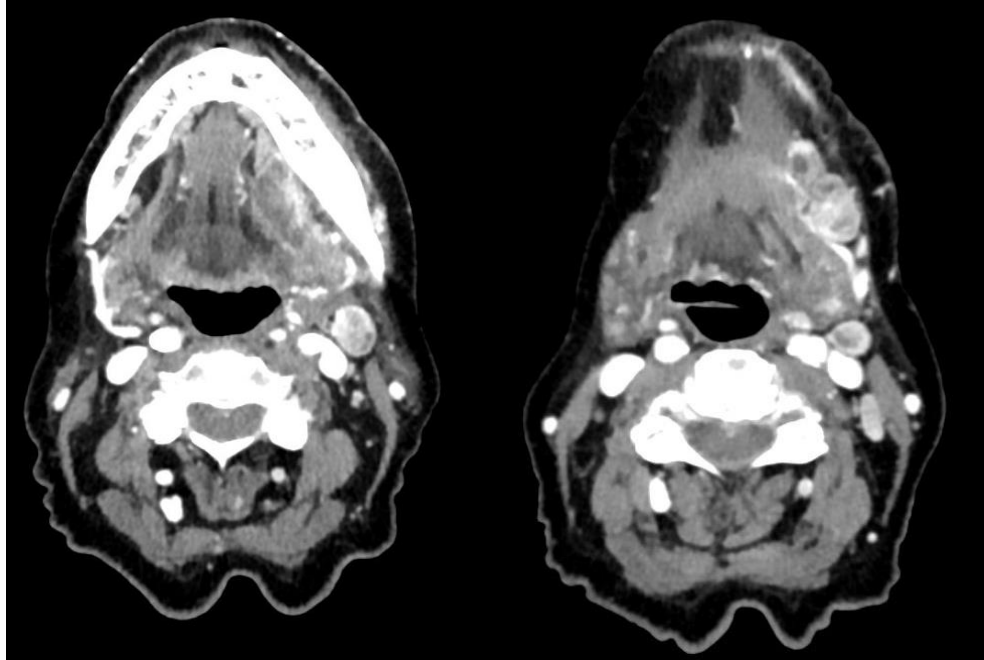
Imagen en CT de un paciente con carcinoma escamoso oral con adenopatías cervicales sugestivas de malignidad en niveles Ib, IIa y IIb izquierdos.
